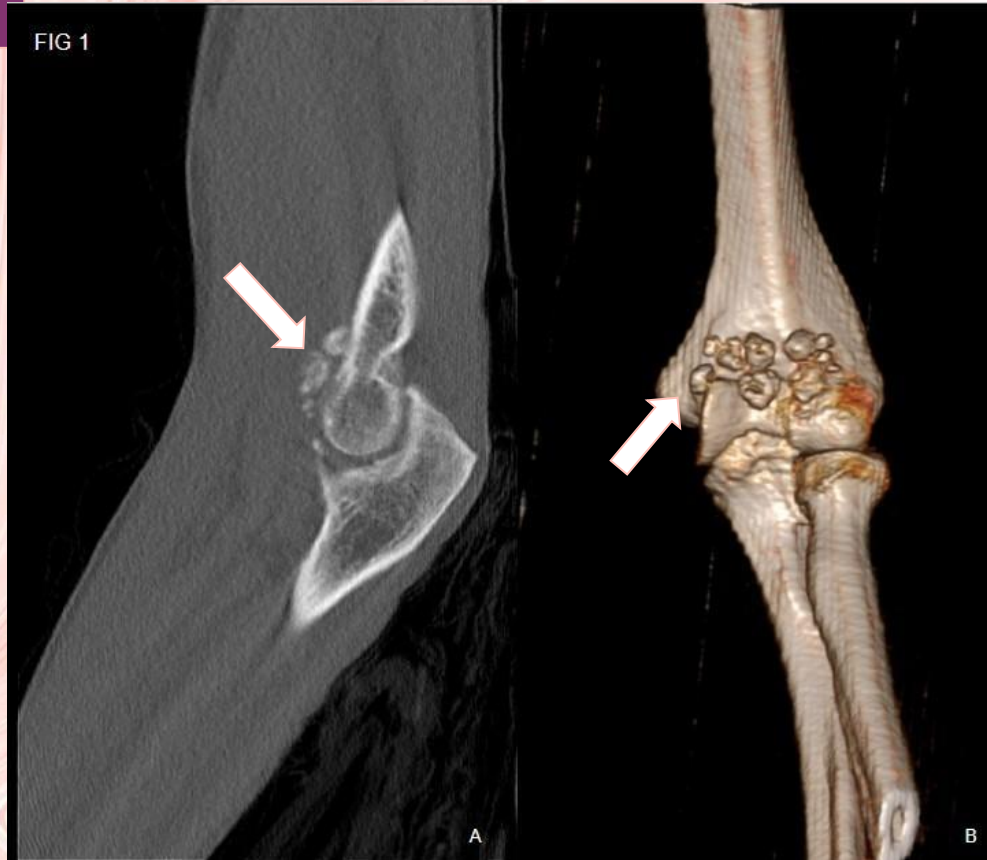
TC codo izquierdo. A: corte sagital; ventana ósea.
